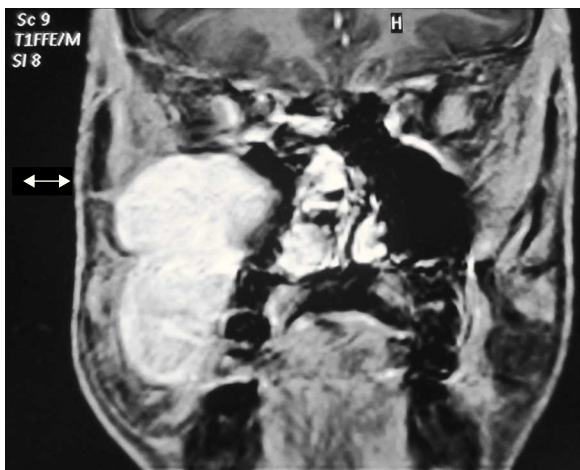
RMN de la lesión; corte coronal.
